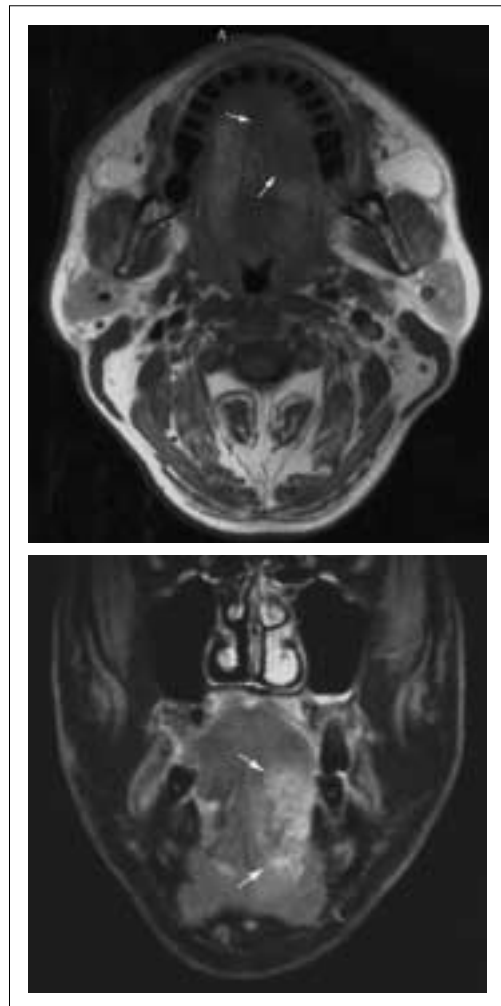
舌癌のMRI：舌の左の側縁部に，T1強調像(a)で筋肉と等信号の腫瘍性病変(矢印)が認められる．脂肪抑制ガドリニウム造影後の冠状断脂肪抑制T1強調像(b)では，舌から口腔底に造影剤増強効果がみられる(矢印)．
